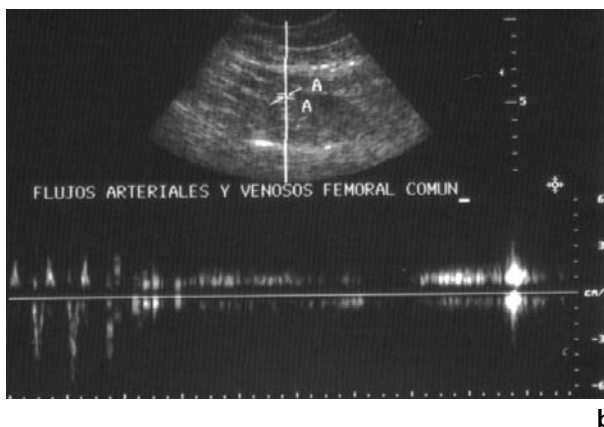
a Imagen de los vasos femorales permeables, con transductor de 3,5 MHz y flujo Doppler color. b Espectro pulsado de la arteria y la vena femoral.
